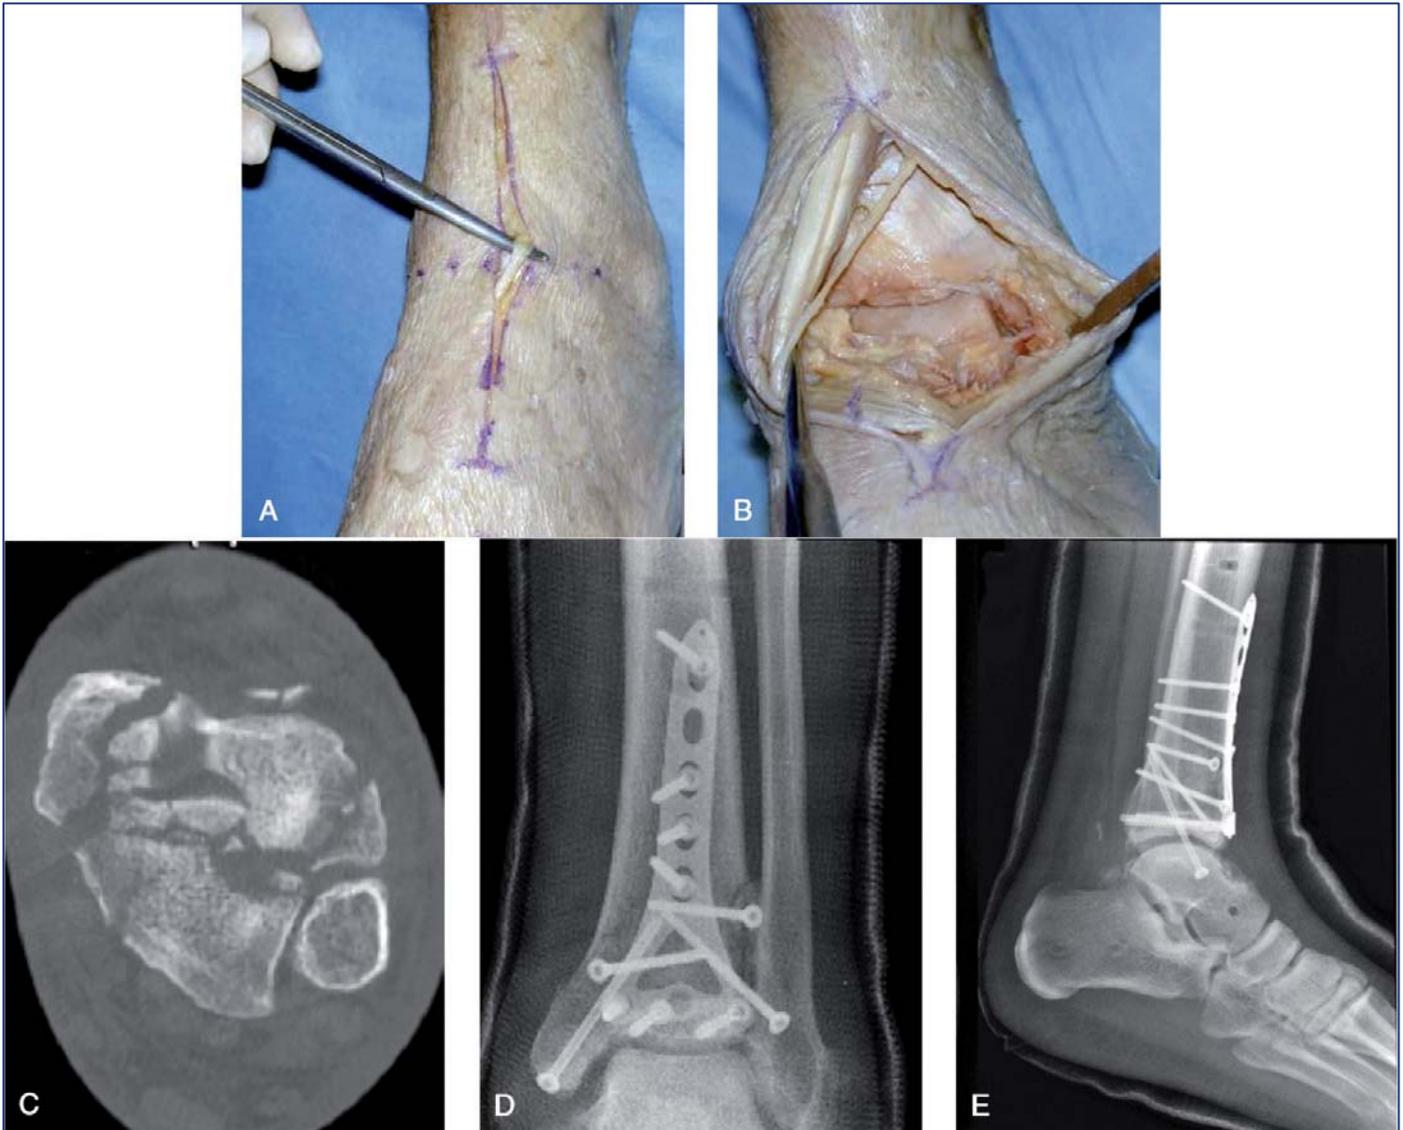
El abordaje anterior directo con incisión (A) en el centro de la mortaja tibio-peroneo-astragalina, que da acceso a la porción antero-medial y antero-lateral de la articulación. Las ramas del nervio peroneo superficial deben evitarse y practicarse una incisión en el *retinaculum*. Los intervalos (B) incluyen el EHL / m. tibial anterior, EHL / EDL y EDL / m. *peroneus tertius*. Nótese que proximal a la articulación tibio-talar, el paquete neuro-vascular se dispone entre el EHL / m. tibial anterior pero distal a la articulación tibio-talar. El paquete se sitúa entre EHL y EDL. La cápsula anterior del tobillo y la grasa intraarticular se extirpa para exponer la articulación. En ocasiones, el patrón de la fractura y su ubicación puede dictar el uso de un abordaje anterior directo (C). Radiografía AP (D) y lateral (E) de RAFI definitiva mediante abordaje anterior directo. El abordaje anterior directo facilita la posible artrodesis posterior si fuera necesaria
